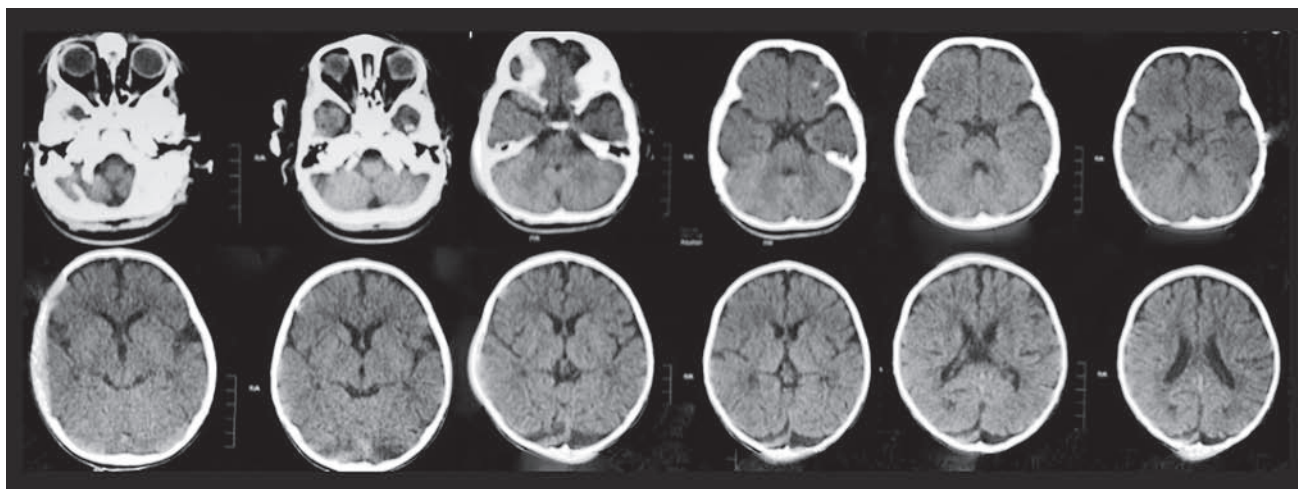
Послеоперационное КТ-исследование (на 7-е сутки после операции)
